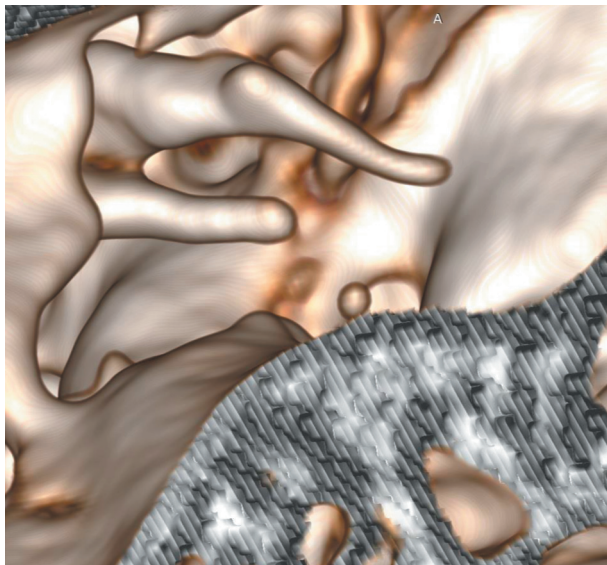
Виртуальная КТ-эндоскопия. Правое ухо. Диастаз задней стенки НСП. Отсутствие наковальне-стременного сочленения
